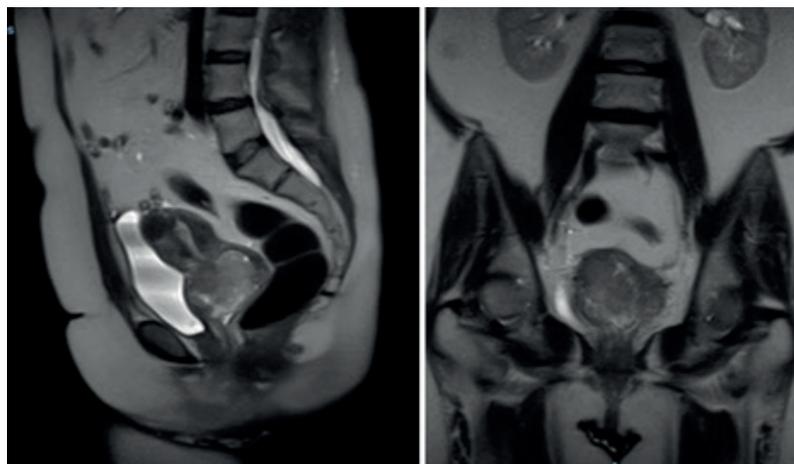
RM sin contraste intravenoso de abdomen y pelvis (proyecciones sagital y coronal) en el momento del diagnóstico: se observa la masa en cérvix uterino con importante componente exocervical y vaginal superior.
